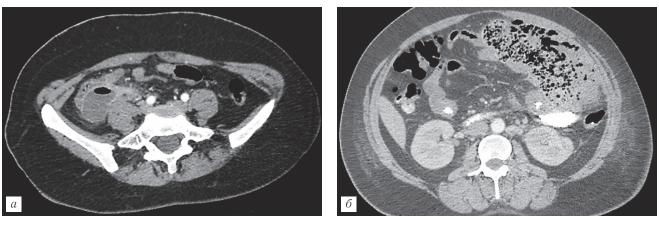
МСКТ брюшной полости с контрастным болюсным усилением. Пациентка Л., 35 лет. Рецидивирующий асцит-перитонит: a — при поступлении;  $\delta$  — через 20 дней после проведенного первичного хирургического лечения.
